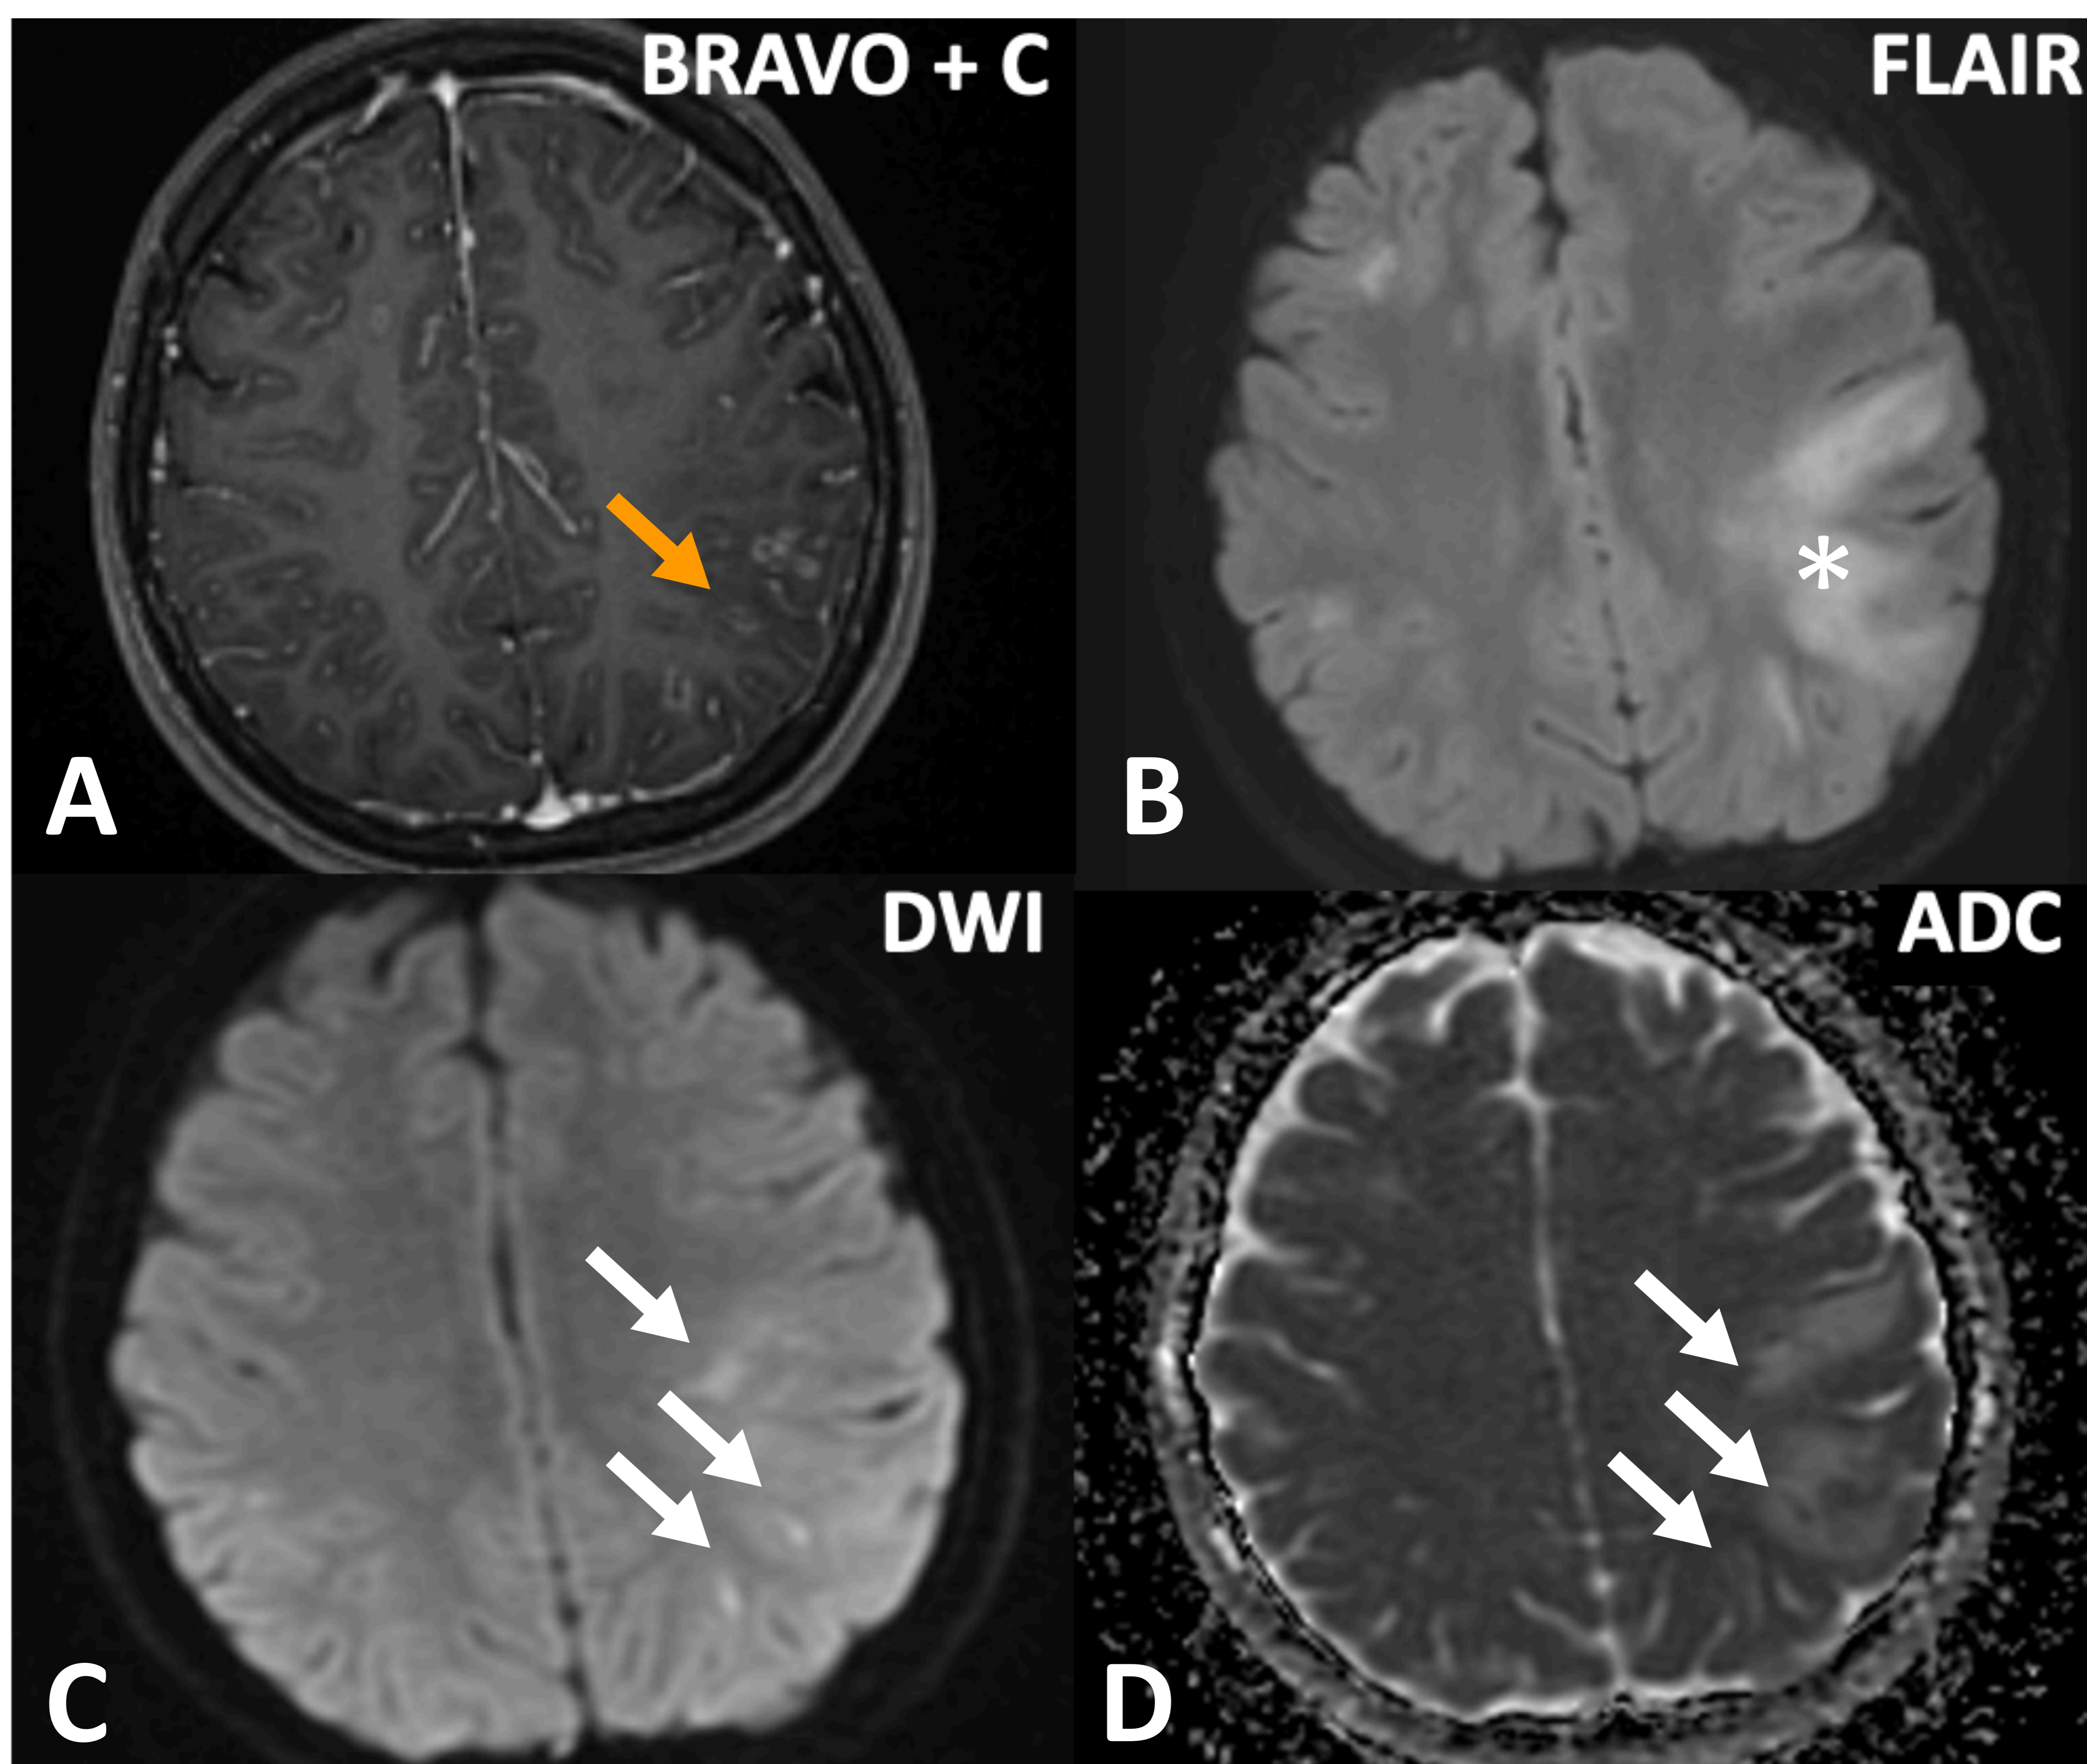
Paciente con meningitis meningocócica complicada con vasculitis. RM realizada con gadolinio. A. Realces tubulares en relación con vasculitis (flechas naranjas). B. Edema vasogénico circundante (asterisco) asociado a pequeñas áreas con restricción a la difusión (C. Y D.), compatibles con infartos agudos/subagudos (flechas blancas).
